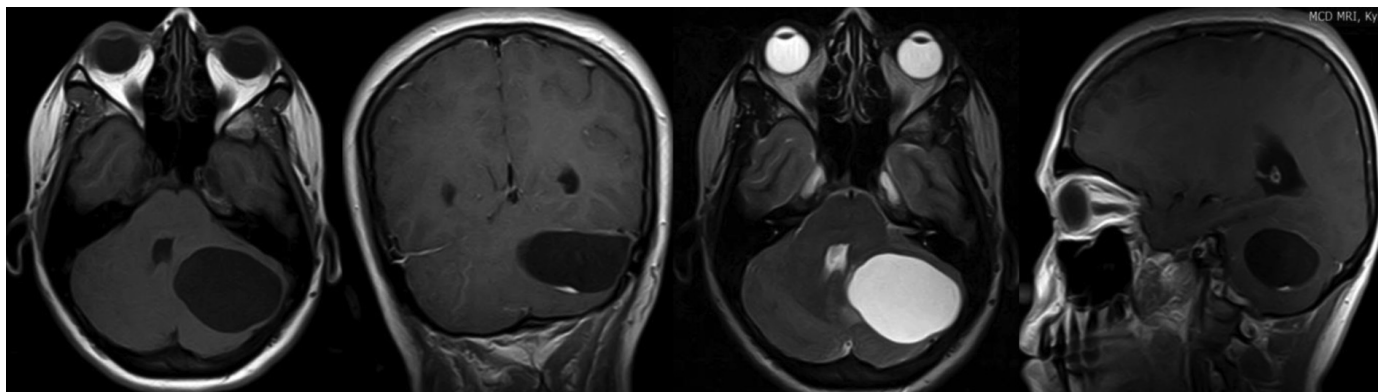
Кистозная гемангиобластома. МРТ, flair.
